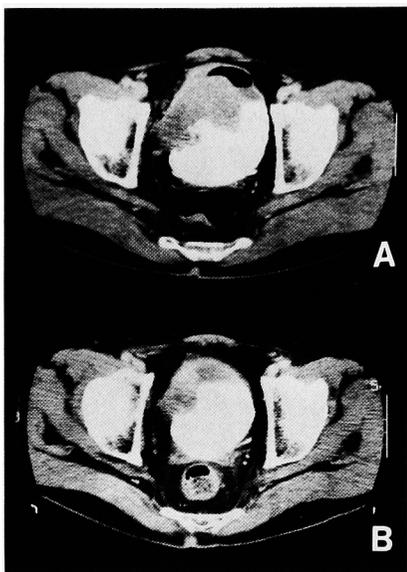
CT scan of the pelvis revealed a locally invasive bladder cancer.
